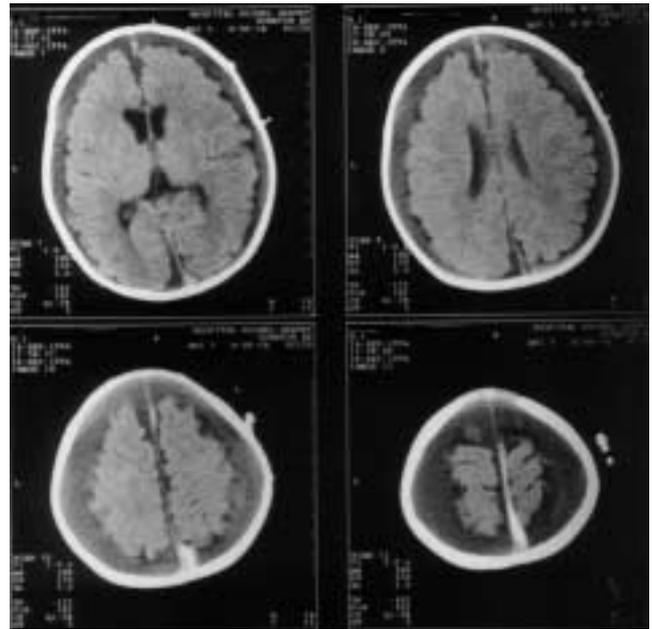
Caso 1. Tercera TAC (18-12-96): colección pericerebral de LCR turbio e hiperdensidad subdural en cisura interhemisférica, compatible con resangrado.
